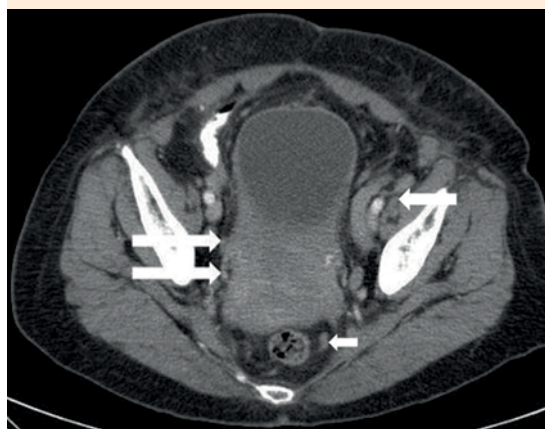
Tomograf a computada que muestra al  tero aumentado de tama o, en el tercio inferior. Incremento de volumen y de la densidad del  rea vaginal. Engrosamiento parietal difuso de la vejiga urinaria, m s evidente en la cara posterior, sin plano de separaci n con la cara anterior uterina (flechas largas). Se observan adenopat as de aspecto patol gico en la zona iliaca (flecha intermedia) y espacio perirrectal (flecha corta).
